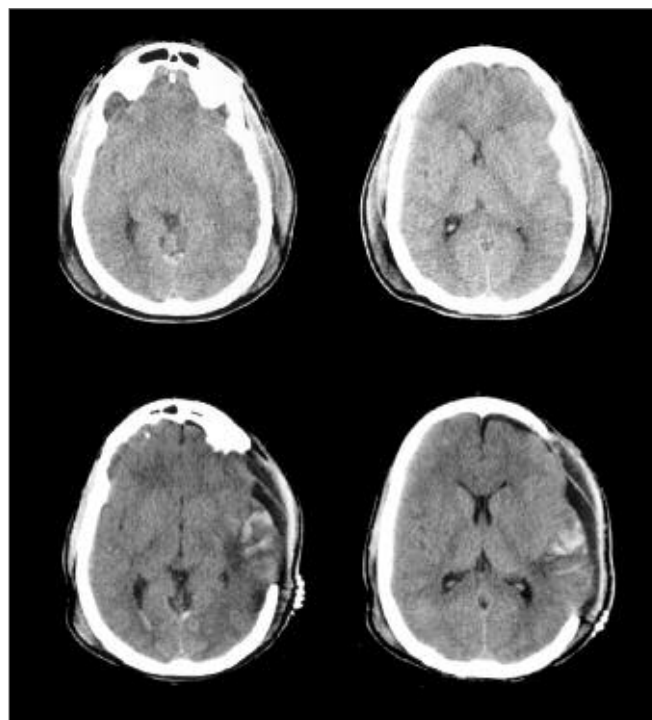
TC cerebrale di un paziente con edema monolaterale (lesione diffusa di tipo IV) e ipertensione endocranica refrattaria al trattamento di primo livello. Le immagini sono prese prima (A) e dopo (B) l'esecuzione di una emicraniotomia. Dopo la chirurgia la linea mediana ritorna a occupare una posizione centrale e i ventricoli hanno una dimensione normale.
